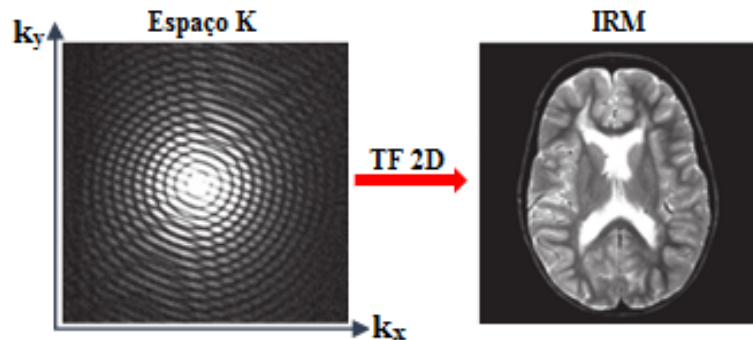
O espaço K e a IRM correspondente, obtida após a aplicação da transformada de Fourier bidimensional (TF 2D). Figura adaptada de [24].
